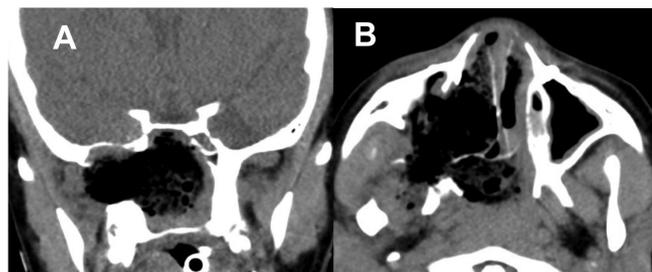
Tomografía en el postoperatorio temprano evidenciando adecuada resección tumoral. Cortes coronal (A) y axial (B).
